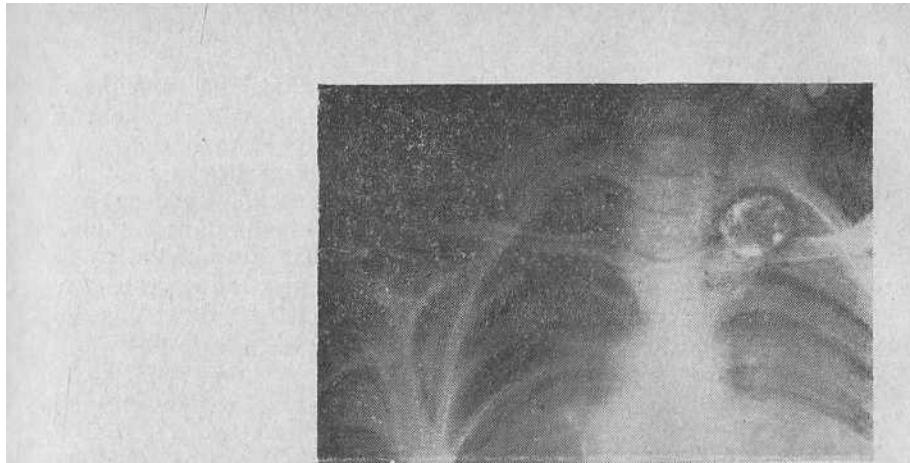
Рентгенограмма грудной клетки больной с частичным внутригрудинным расположением узлового зоба. Хорошо видны контуры кальцифицированного узла.
